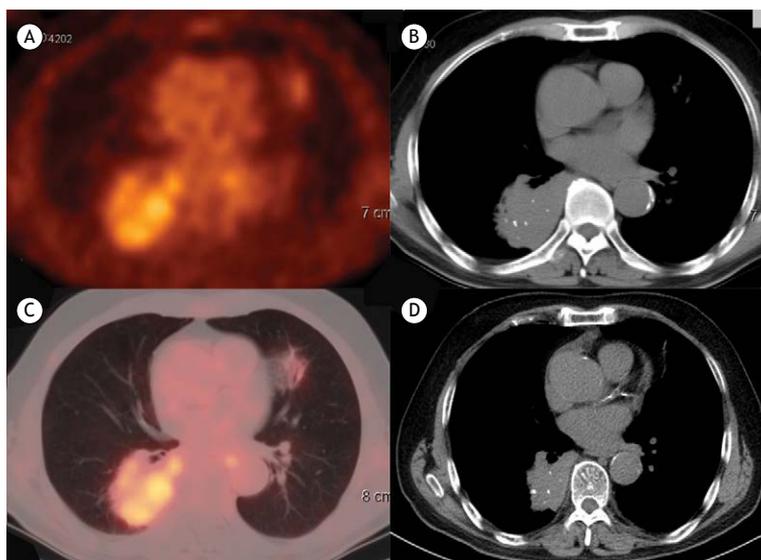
Tomografia por emissão de pósitrons (A), TC axial (B) e fusão de imagens (C), mostrando múltiplas massas ávidas por fluordesoxiglicose com calcificações internas dispersas nos dois pulmões. Uma TC de tórax de seguimento (D), após o tratamento, mostra que a massa diminuiu de tamanho, embora as calcificações permanecessem inalteradas.
